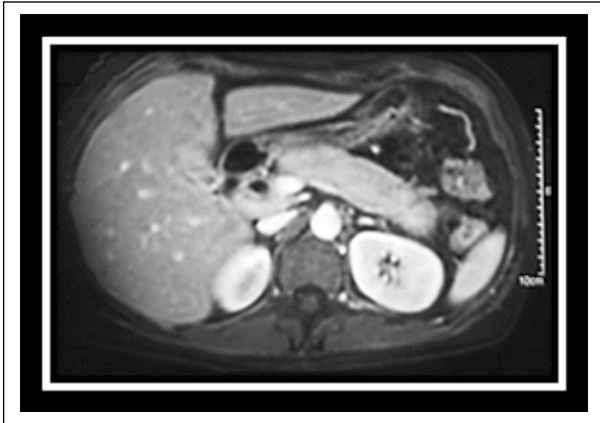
TAC abdominal con contraste; se evidencia un páncreas con un agrandamiento de forma difusa con el diámetro a nivel de la cola de más de 2/3 el diámetro transversal de la vértebra dorsal.
